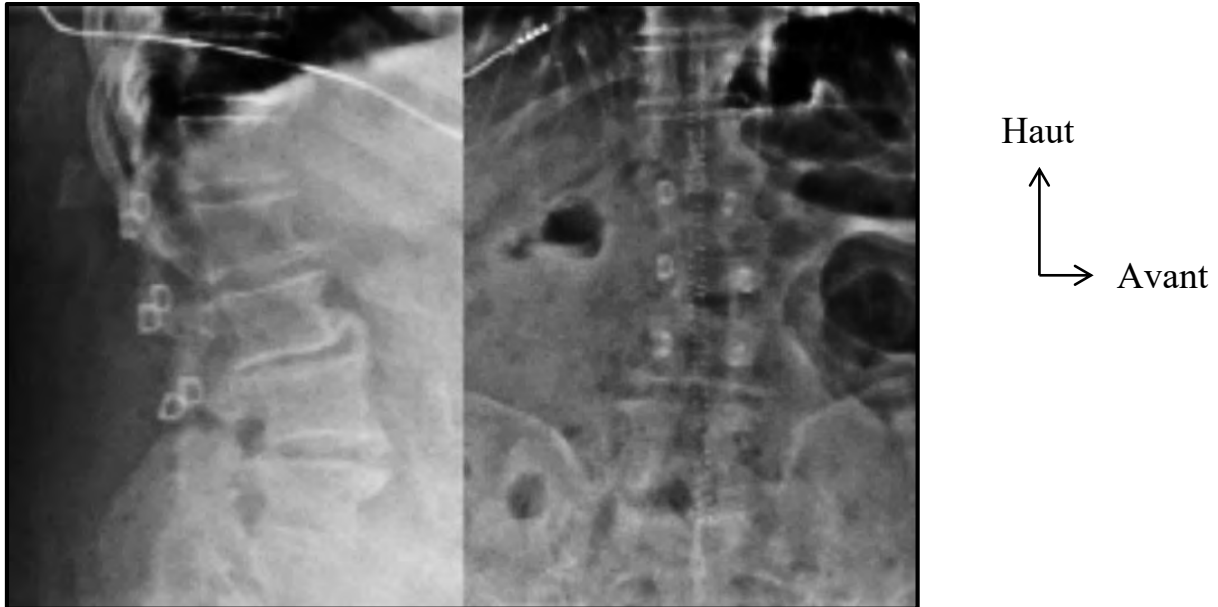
Radiographie de profil à gauche et de face à droite, contrôle postopératoire pour pose de FFX à 3 niveaux L1-L2, L2-L3, L3-L4 droite et gauche, en postopératoire immédiat (M1) iconographie de l'hôpital Pasteur.
